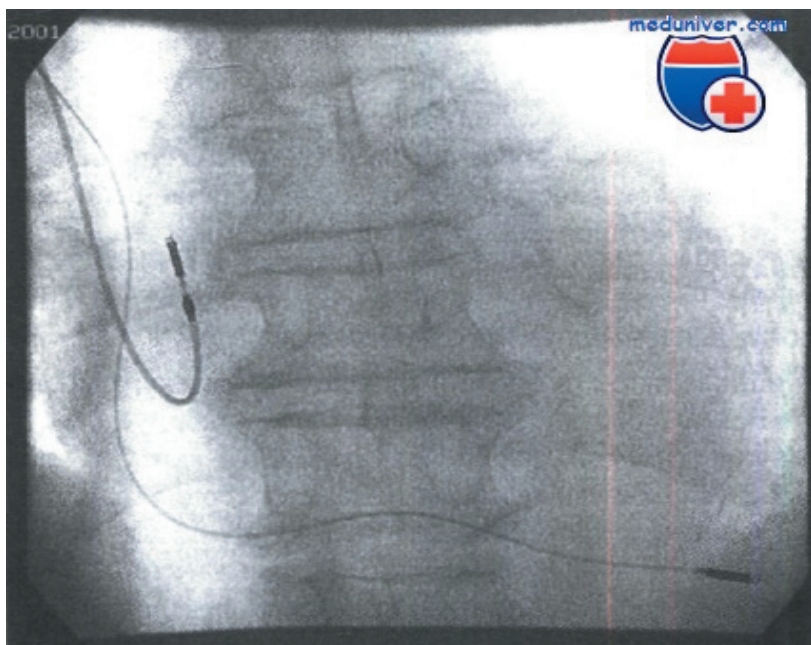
На рентгенограмме видны «вкручивающиеся» электроды, установленные в области верхушки правого желудочка (ПЖ) и ушка правого предсердия (ПП). Источник: [21].
